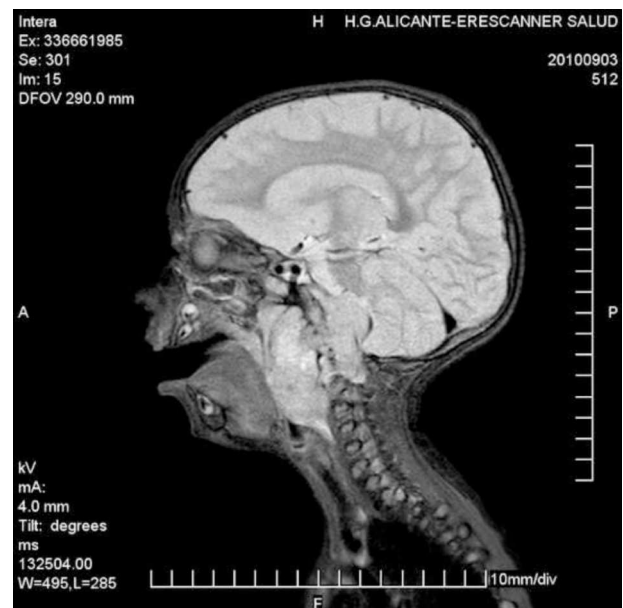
RM cerebral corte sagital: masa sólida (5,4x4,6x6 cm) desde naso a hipofaringe, con extensión por espacio retro-parafaríngeo derecho y hacia fosa posterior.
